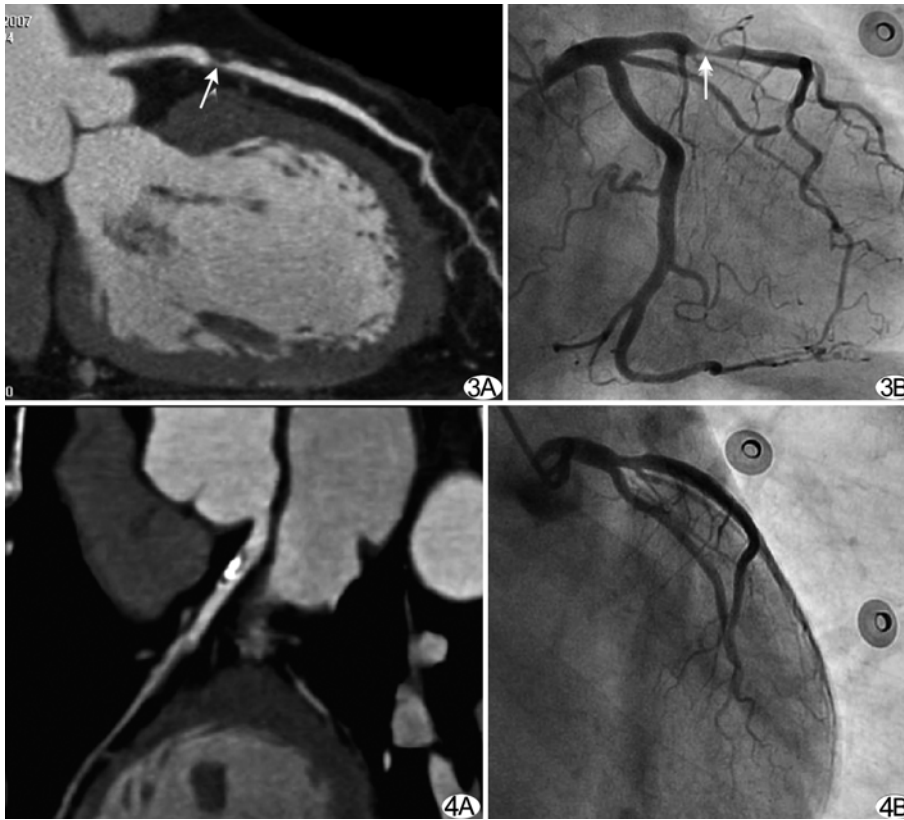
患者男,55 岁,反复胸前区疼痛 1 年,加重 3 天 A. CMPR 图像示左前降支近段混合斑块,管腔重度狭窄(箭); B. CAG 表现与之相符(箭) 图 4 患者女,57 岁,间断胸痛 10 年,加重 2 个月,临床诊断为不稳定型心绞痛,既往有糖尿病史 A. CT 示左前降支近段严重钙化斑块,管腔中度狭窄; B. CAG 证实该处血管段为狭窄 30%,属轻度狭窄
